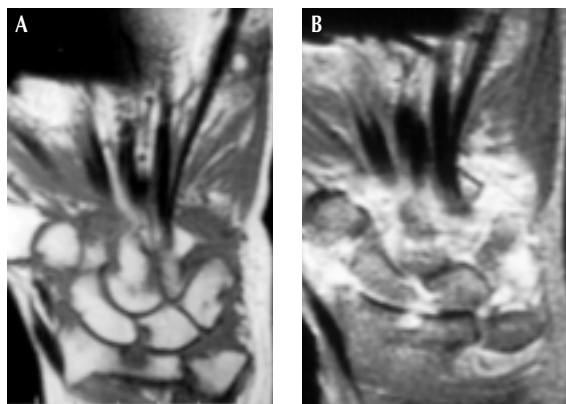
Quadro RM con evidente sinovite a carico del carpo in un caso di artrite reumatoide di recente insorgenza (3a. T2 con alto segnale della sinovite; 3b. T1 con enhancement post-contrasto).
